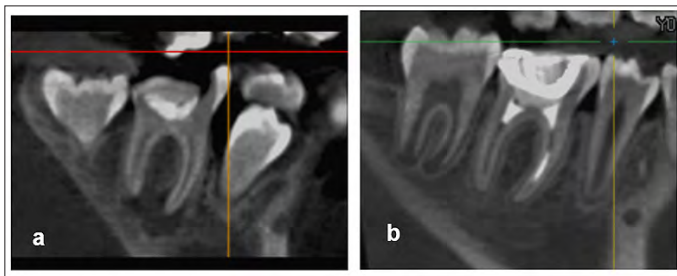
Comparación tomográfica en corte sagital: a) inicio del tratamiento (presencia de lesión periapical), b) 1 año posterior al tratamiento (resolución de la lesión periapical).
